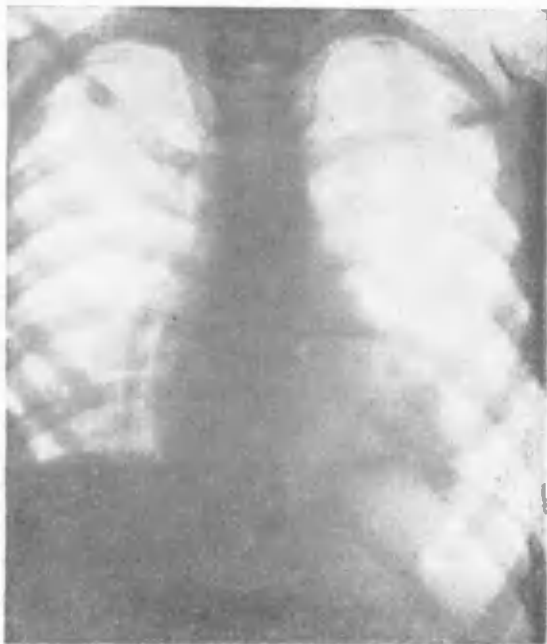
Дефект межжелудочковой перегородки (рентгенограмма больной К.) Отмечается сглаженность талии сердца, взбухание 2-й дуги по левому контуру.
